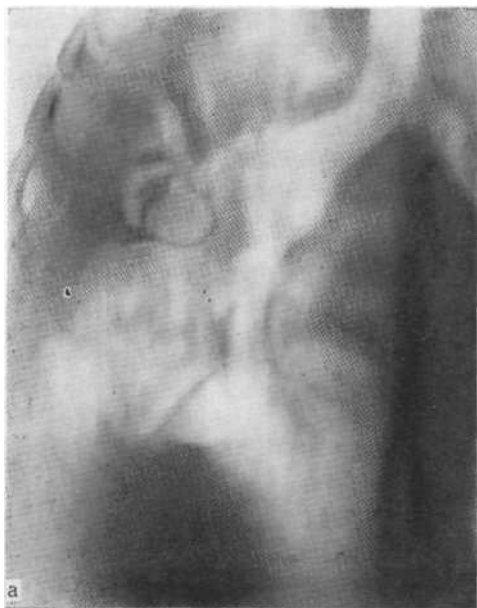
Томограммы в прямой (а) и боковой (б) проекции больного кавернозно-цирротическим туберкулезом легких. На фоне затемнения видны проходимые сближенные бронхи и полости распада — каверны.
